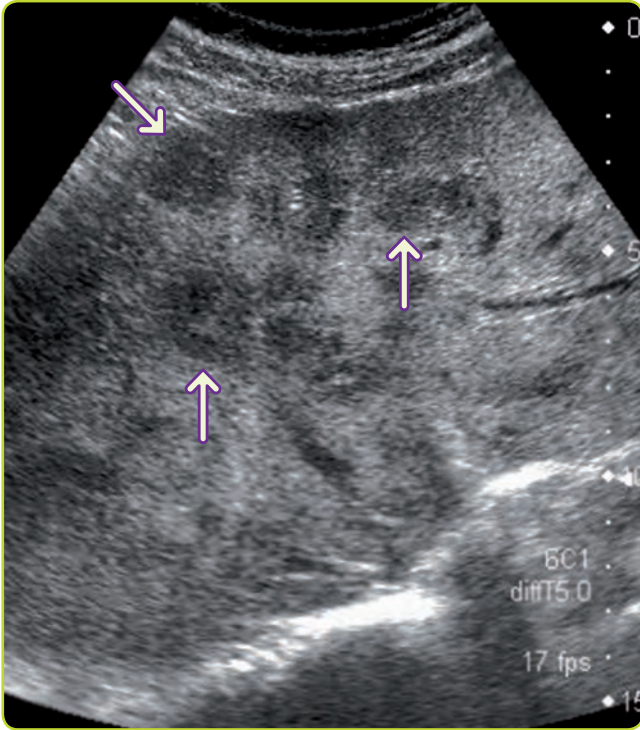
Múltiples metástasis hepáticas. Ecografía.
